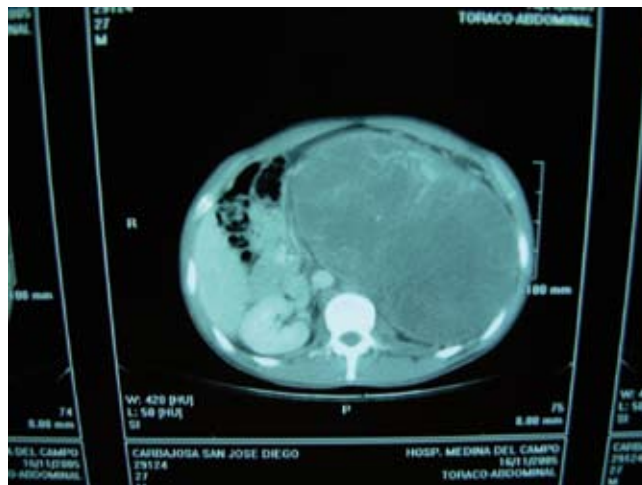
Tomografía computarizada toracoabdominal: masa renal izquierda.
